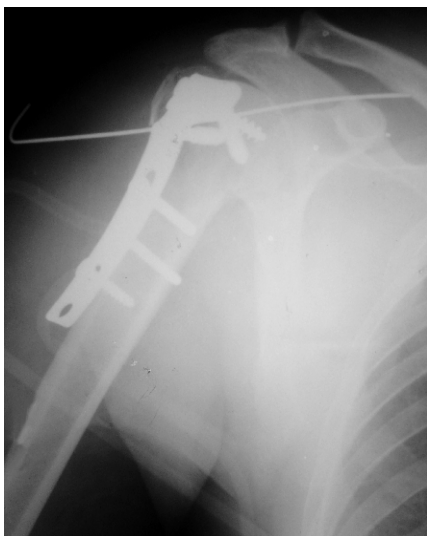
Хворий Б., 56 р. Інтраопераційна передньо-задня рентгенограма правого плечового суглоба.
